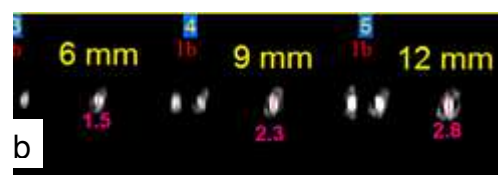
(b)- Tomografia do canal cirúrgico da amostra 8
